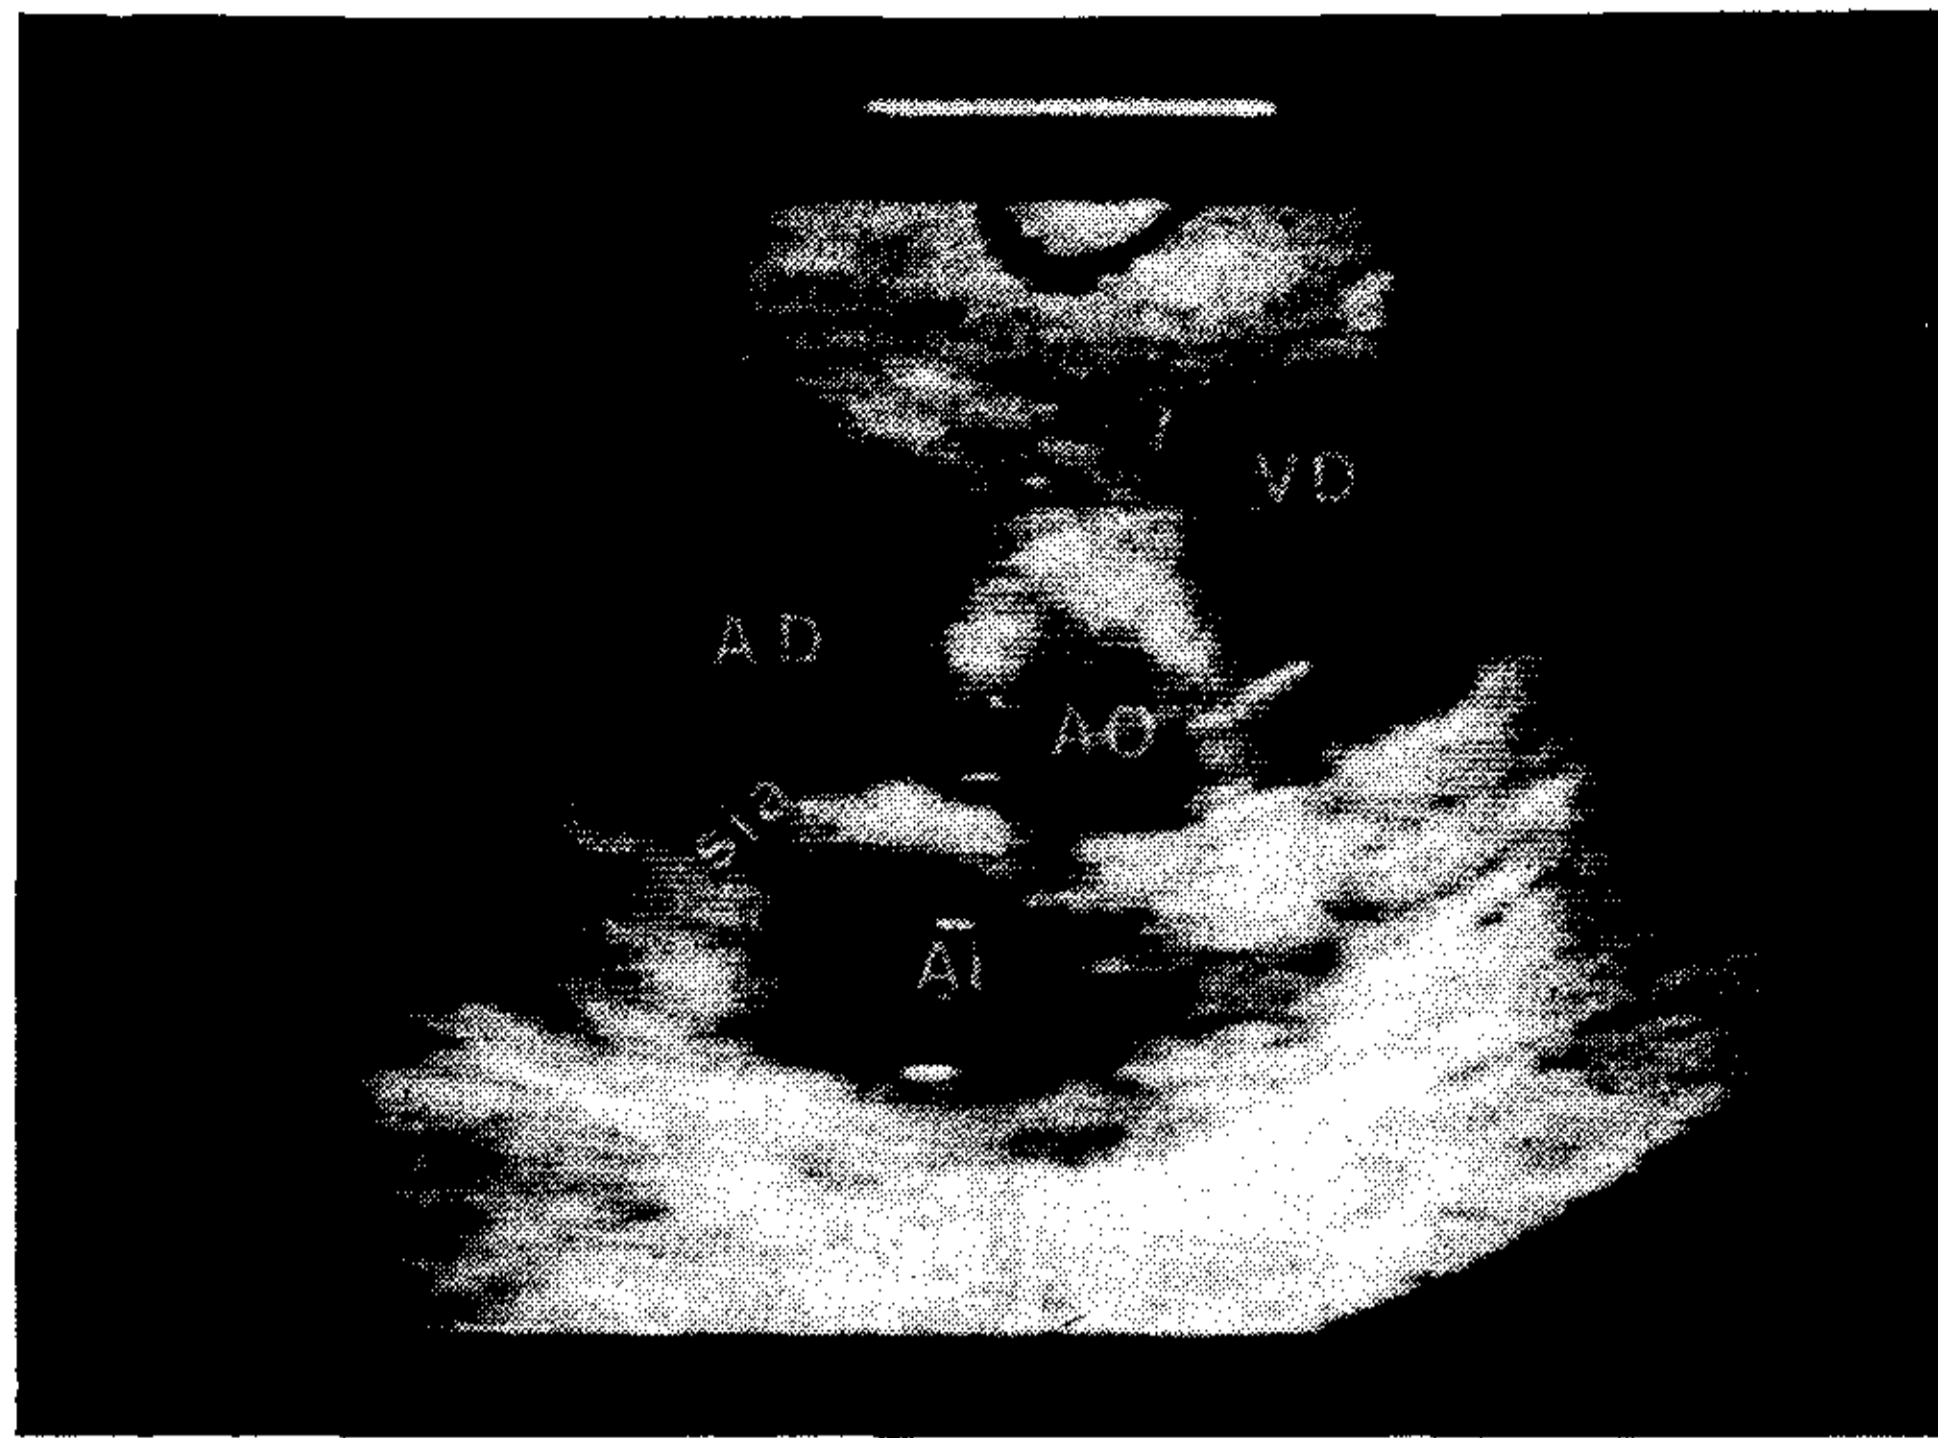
Ecocardiograma bidimensional en el eje corto paraesternal en la base del corazón, en decúbito supino del paciente 1. El septum interauricular se dispone casi horizontalmente en tanto que la valva septal de la válvula tricúspide se ubica verticalmente (flecha). AI: aurícula izquierda; sia: septum interauricular; AD: aurícula derecha; VD: ventrículo derecho; AO: aorta.
